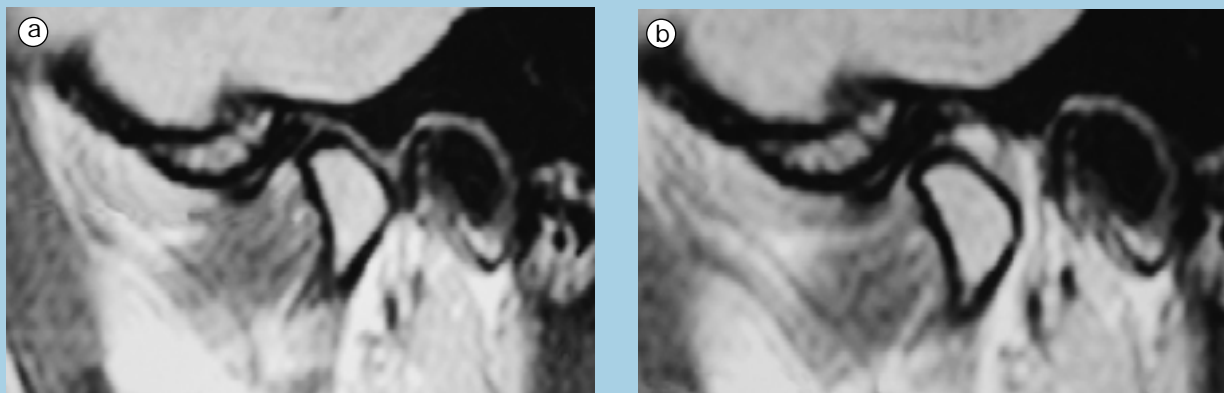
RCD com placa mio-relaxante ortopédica, na presença de um DDRP (mulher de 42 anos). IRM Sagital, BF, da ATM esquerda: a) Antes - disco luxado; b) Depois de um mês e meio de tratamento -normalização das relações côndilo-disco
